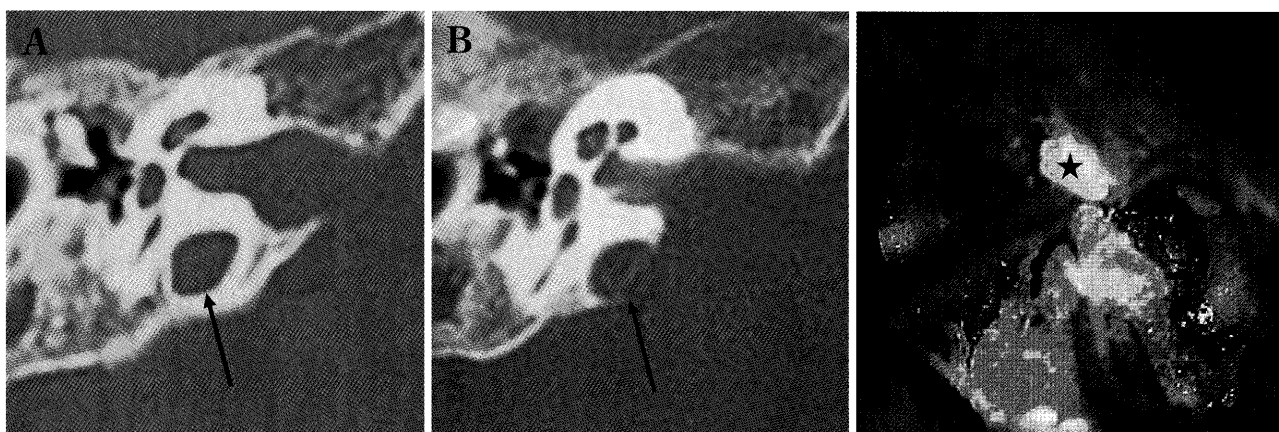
A bone-window CT scan showing the high-positioned jugular bulb (arrow) before (A) and after surgery (B). This intraoperative picture shows the technique we used to displace the jugular bulb to the spinal side by pushing bone wax (asterisk) into the skeletonized jugular bulb (C).
